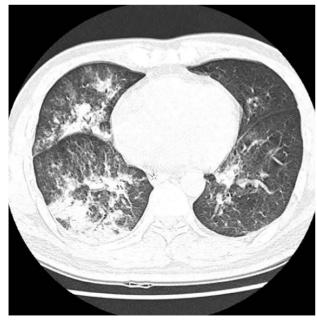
Chest CT of patient A. It shows patchy consolidation with air-bronchogram, multifocal peribronchial infiltration mixed with centrilobular branching opacities and patchy, nodular, ground glass opacities in both lungs.
